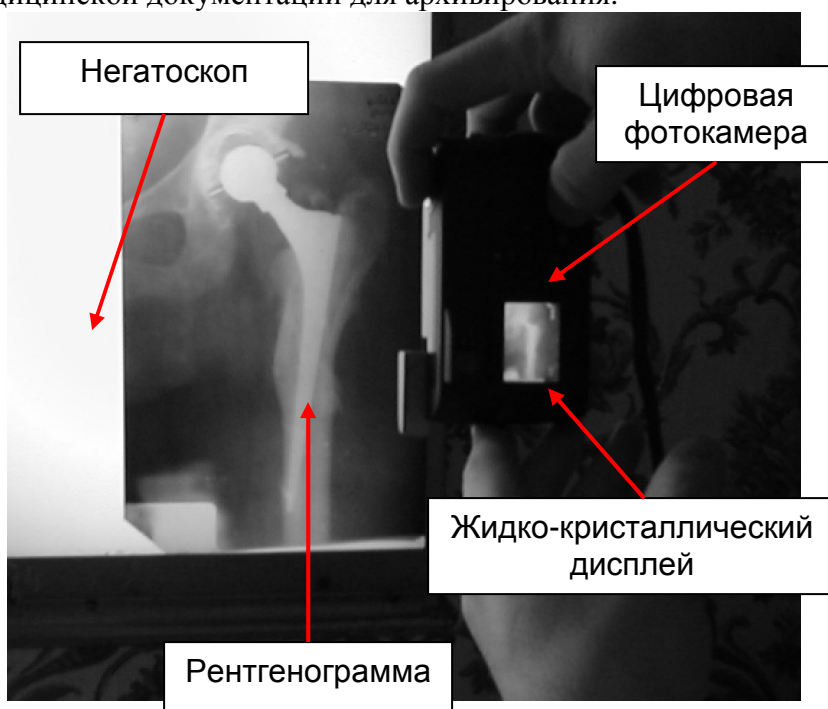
Оцифровка рентгенограммы с помощью цифровой фотокамеры
